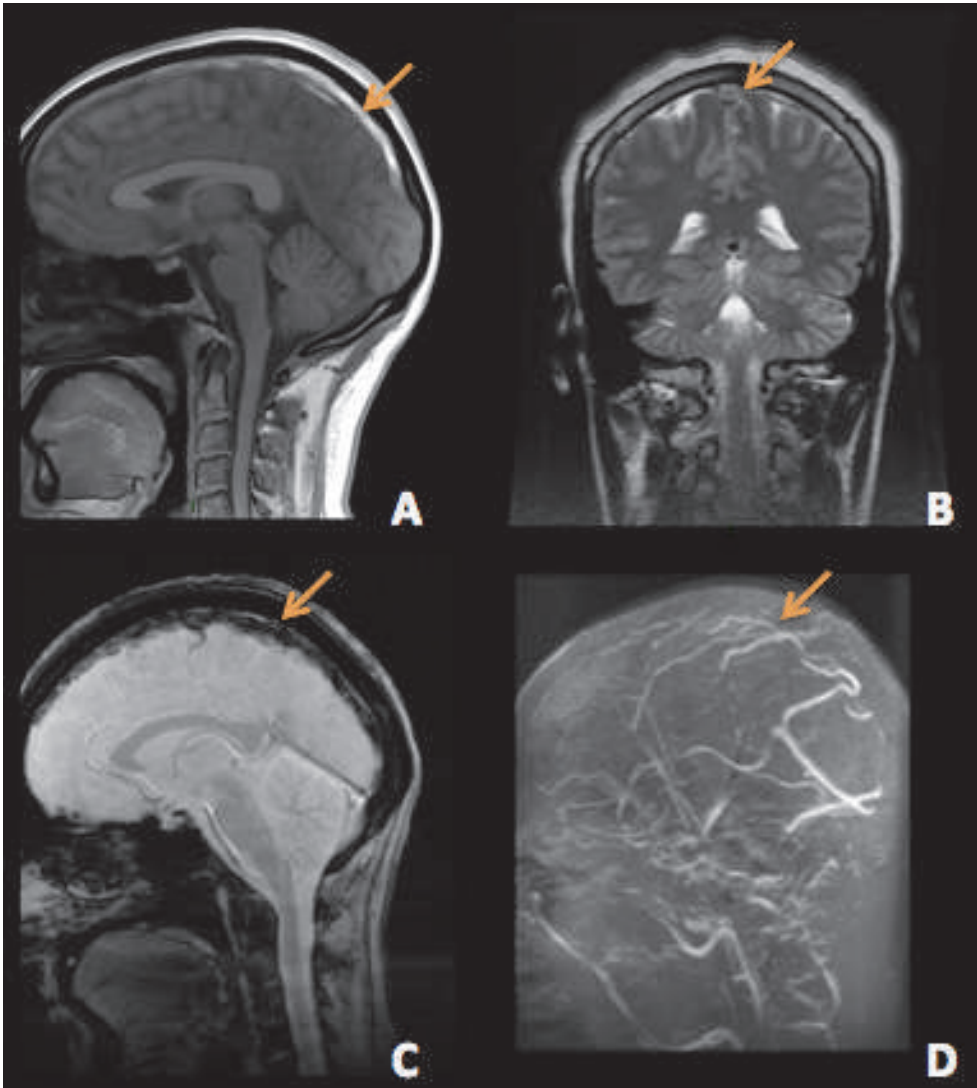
Thrombose du sinus sagittal supérieur. Hypersignal du thrombus en séquence T1 (A) et T2 (B); hyposignal en séquence T2* (C); non visualisation du sinus sur l'Angio-RM (D).
